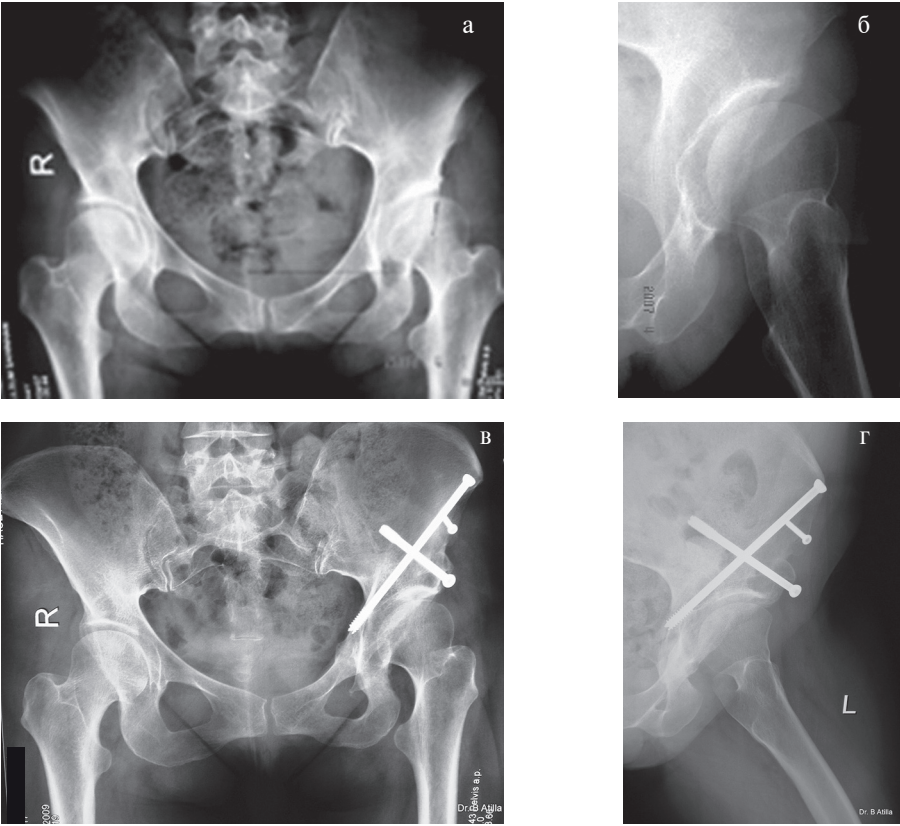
Рентгенограммы пациентки Г.Ш. (диспластический артроз левого тазобедренного сустава) до лечения (а, б) и через 3 года (в, г)
